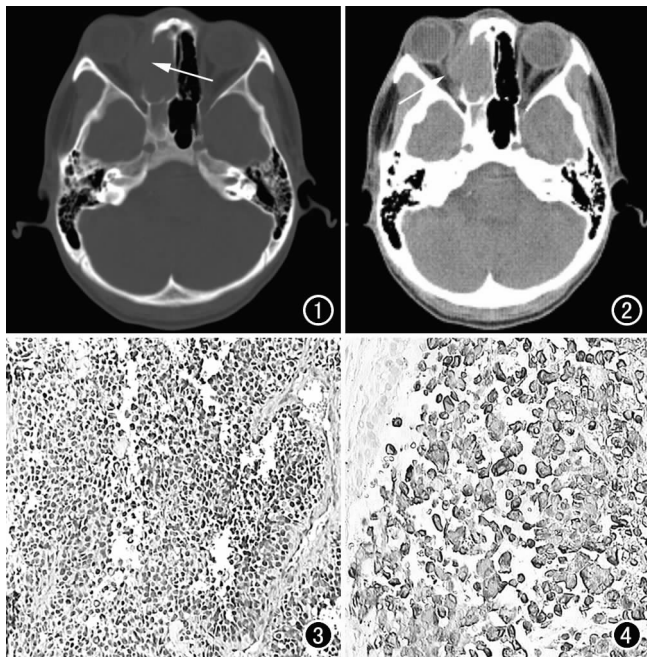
CT骨窗示右侧筛窦和壁蝶窦壁溶骨性骨质破坏(箭)。
